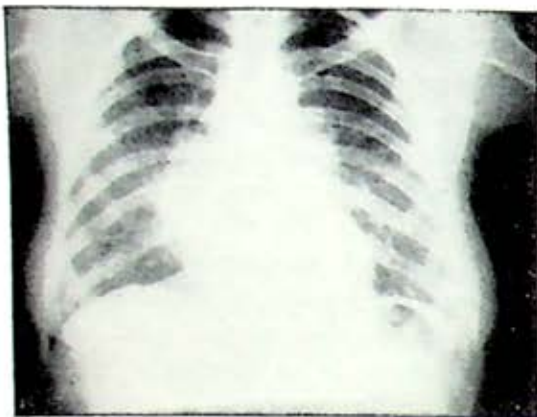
Radiografía mostrando infiltrado nodular bilateral, simétrico y empastamiento hilar.
